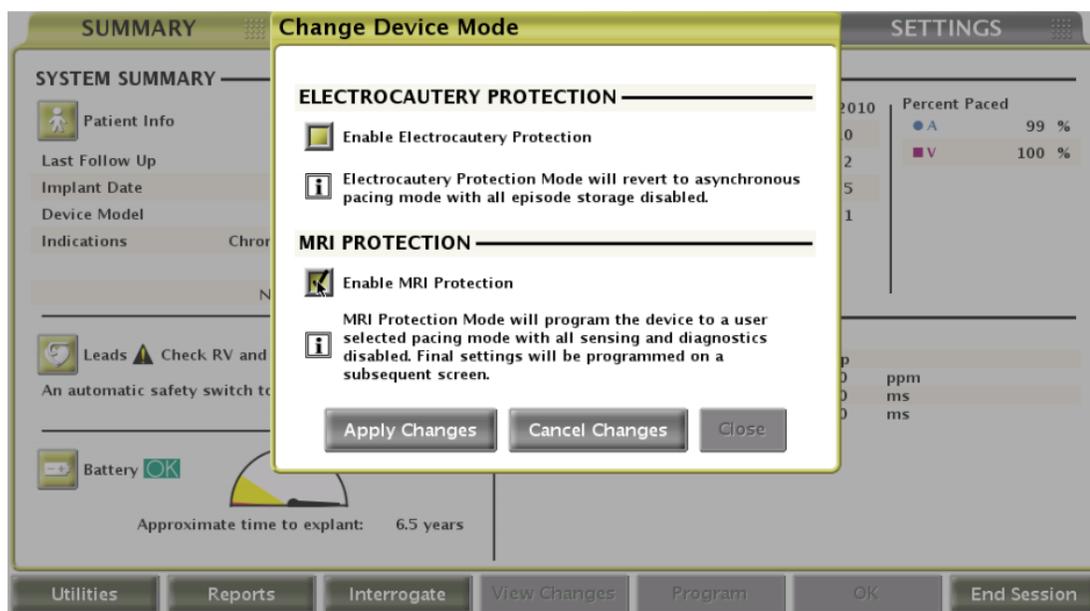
Attivazione "MRI mode" Boston Scientific
